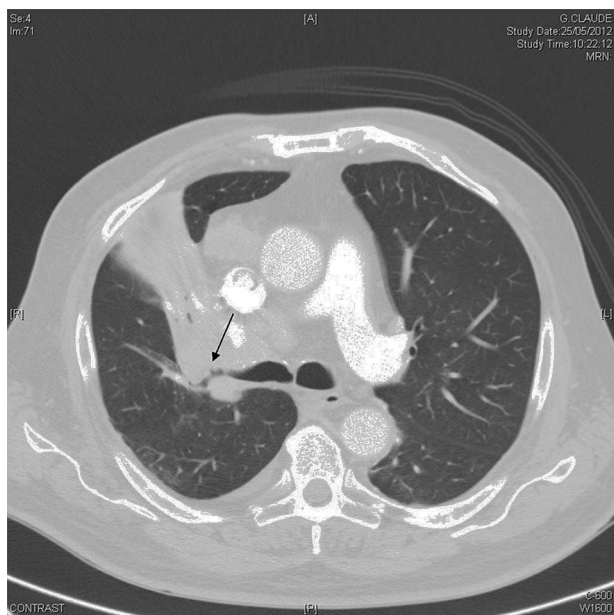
Tomografía axial computarizada de tórax, donde se muestra una masa pulmonar hiliar derecha con obstrucción del bronquio del lóbulo superior derecho (LSD) que englobaba la arteria lobar y una atelectasia segmentaria asociada, ocupación bronquial en el segmento apical del LSD con discreto derrame pleural derecho.
